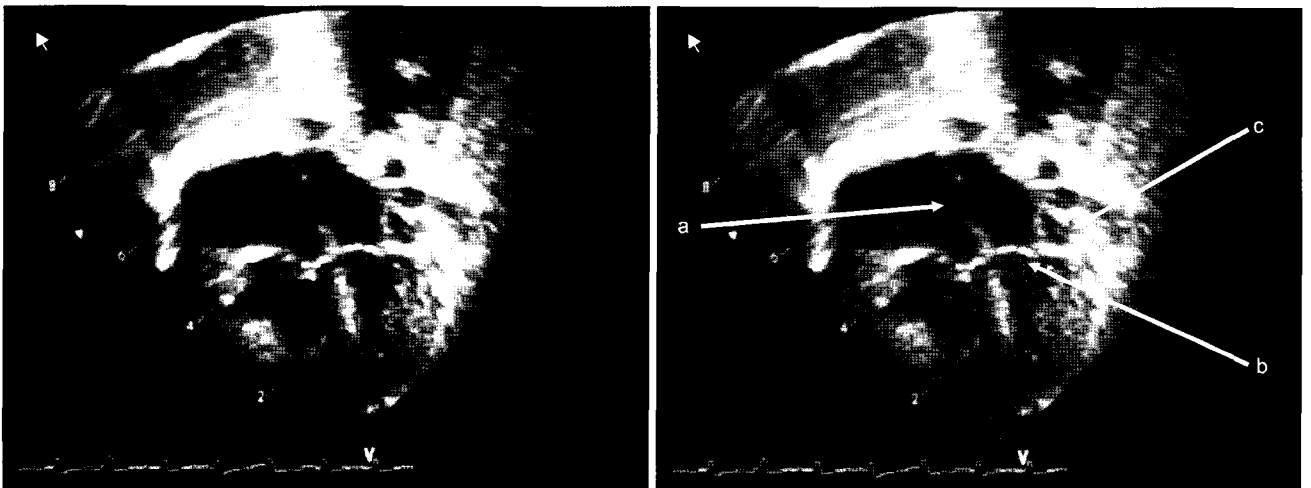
Preoperative 2-dimensional echocardiogram showing secundum-type atrial septal defect (a) and left ventricular inflow obstruction (b) caused by dilated coronary sinus (c).
